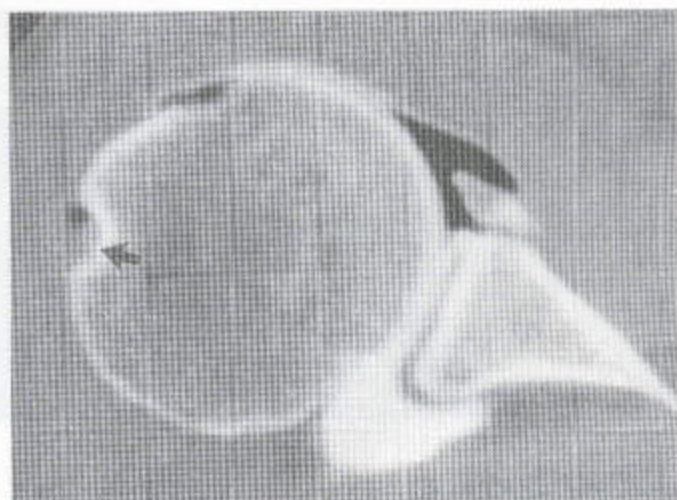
CT 关节造影术 反复性前脱位已导致关节孟唇的前缘及其下方骨的撕脱。该技术可很好地显示这种改变。二头肌沟内显示出二头肌肌腱的长头（箭头）。
